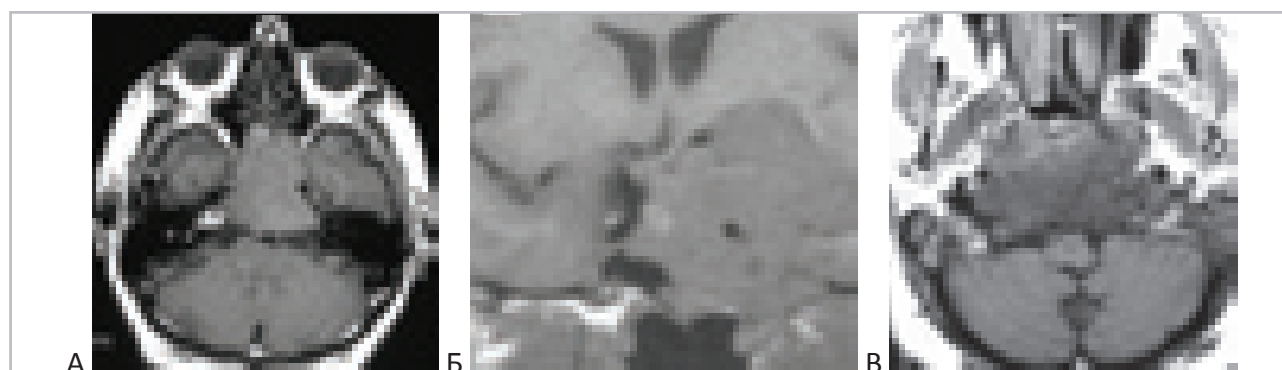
Дифференциальная диагностика аденомы гипофиза и хордомы методом МРТ. “А”, “Б” – крупная аденома гипофиза, “В” – распространённая хордома селлярной области и ската.
